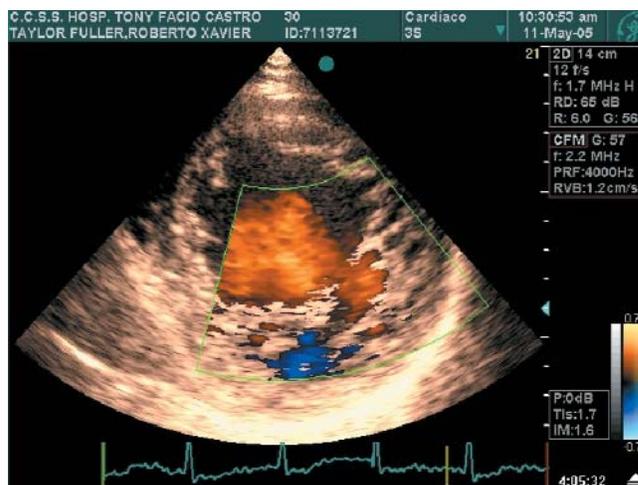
Caso 1: Doppler en color que muestra la penetración de sangre de la cavidad ventricular a los recesos intramiocárdicos, haciendo el diagnóstico de miocardiopatía esponjiforme o miocardio no compactado.
